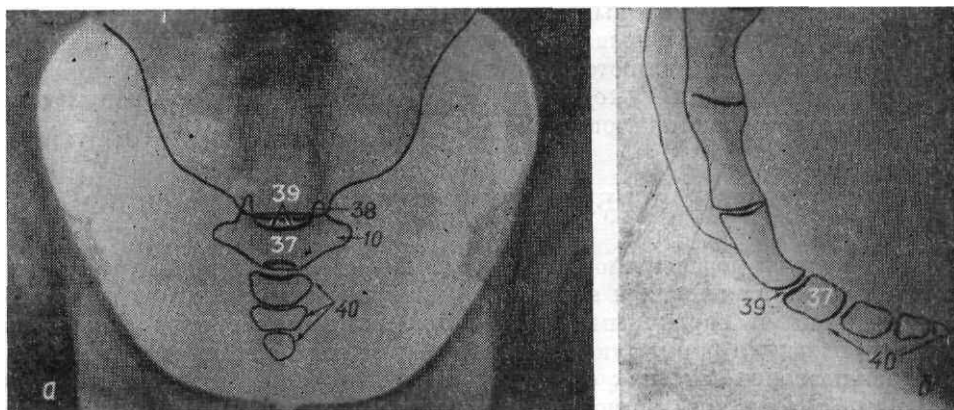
Рентгенограммы копчика в прямой задней (а) и боковой (б) проекциях.
